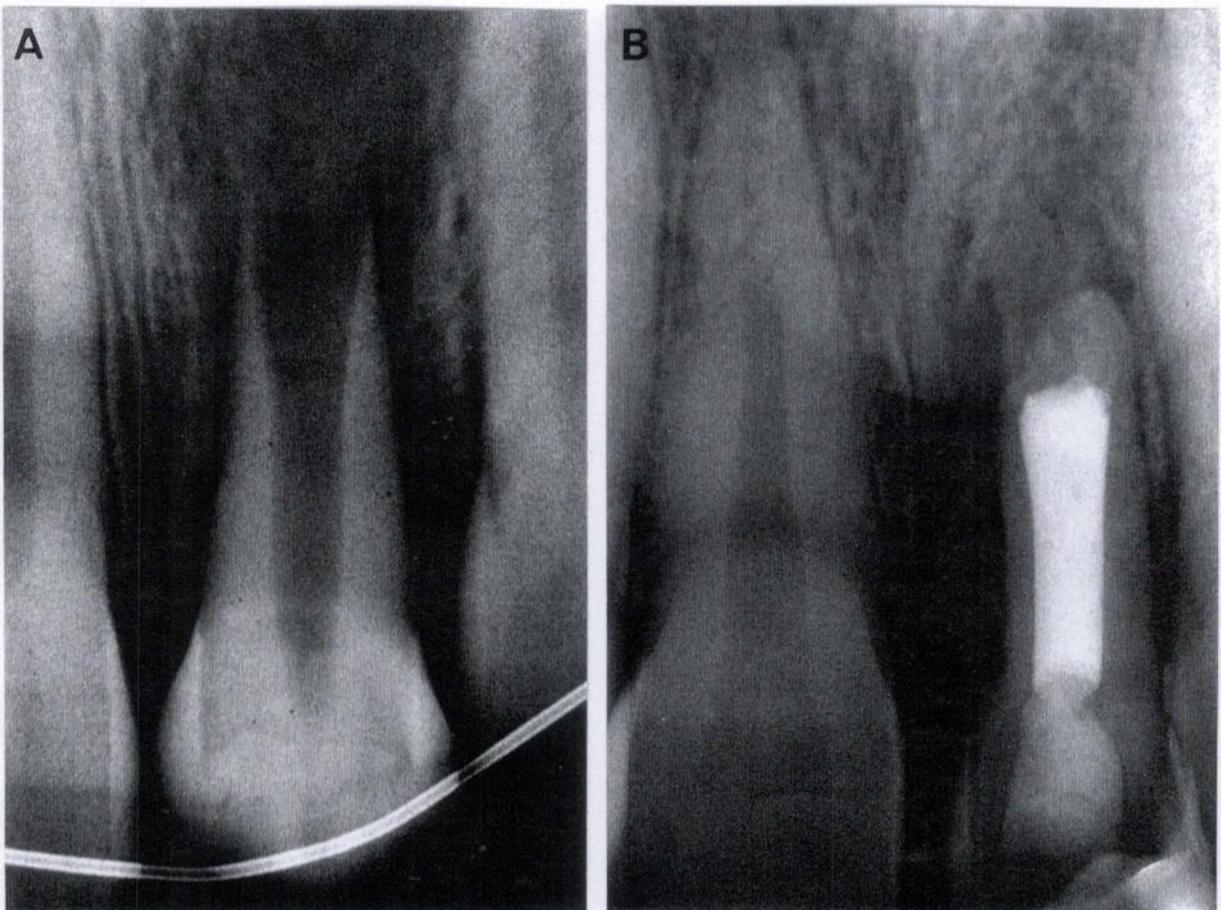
A – Fotoradiografia imediatamente após a transplantação dentária. Observar o estágio do desenvolvimento radicular. B – Desenvolvimento radicular completo 6 anos após o transplante. Observar total obliteração da cavidade pulpar do dente transplantado para a região do dente 21 e uma área tênue relativa a cavidade pulpar do dente transplantado para a região do dente 11.
